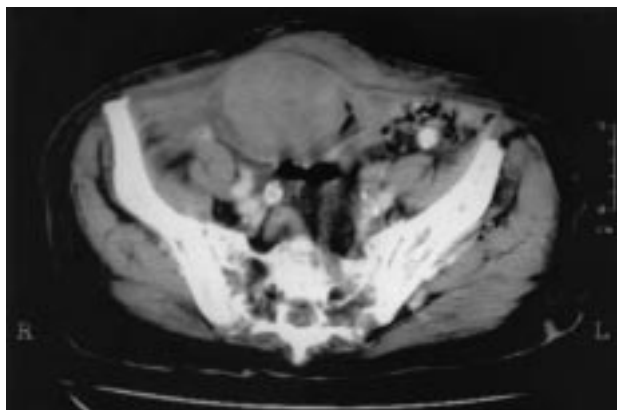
TC abdominal en la que se observa un gran hematoma de la vaina del recto anterior derecho.
